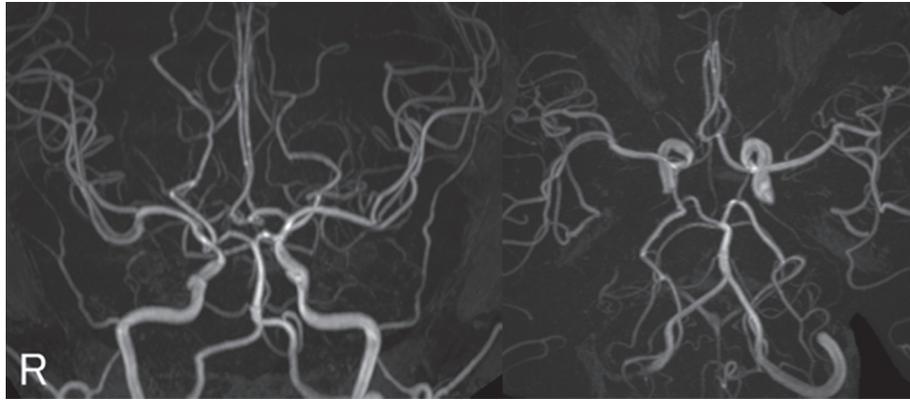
Magnetic resonance angiography on 10 days after admission.
